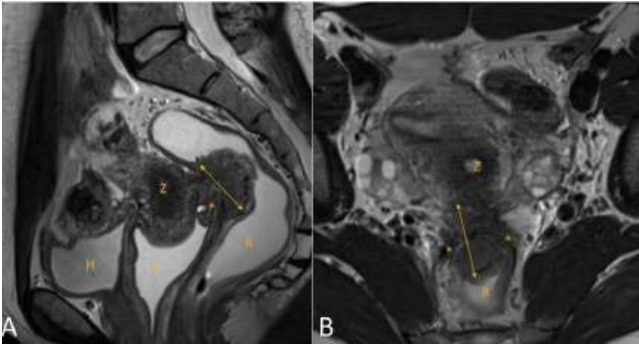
MRT Befund einer tief infiltrierenden Endometrioseläsion im Spatium rektovaginale (Pfeil). (V: mit Sonogel gefüllte Vagina; H: Harnblase; R: mit Sonogel gefülltes Rektum; Z: Zervix uteri).
